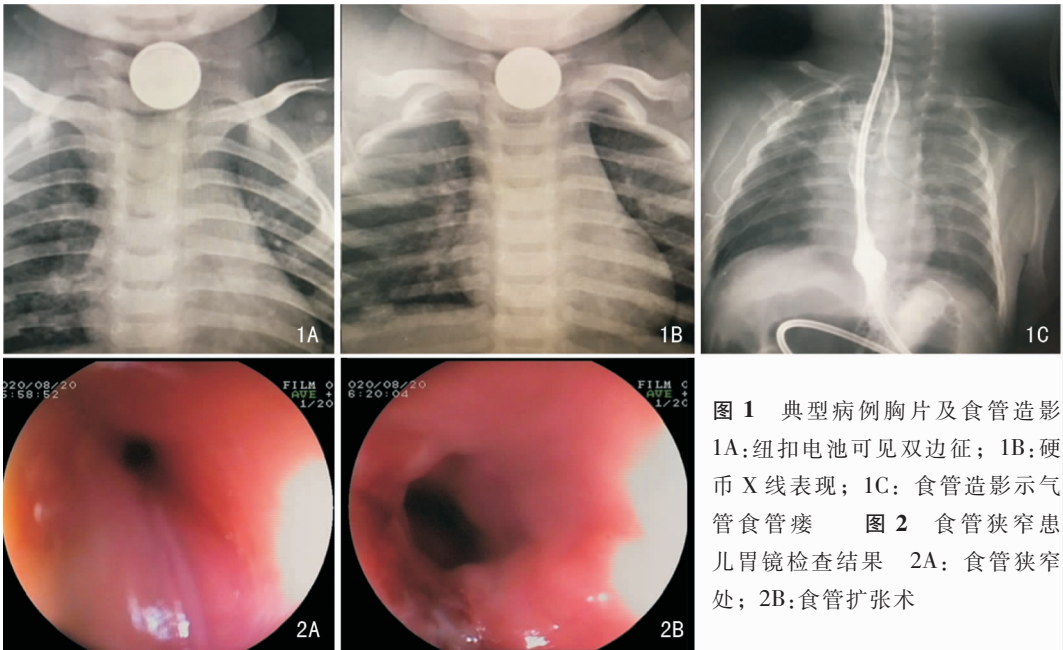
典型病例胸片及食管造影 1A:纽扣电池可见双边征; 1B:硬币X线表现; 1C:食管造影示气管食管瘘 图2 食管狭窄患儿胃镜检查结果 2A:食管狭窄处; 2B:食管扩张术
